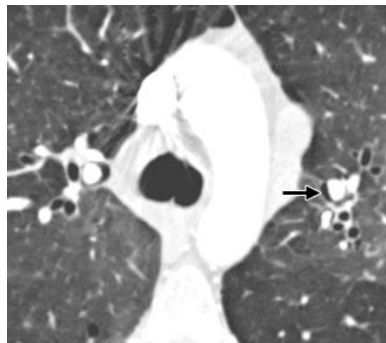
Corte transversal de TAC muestra enfisema intersticial.
